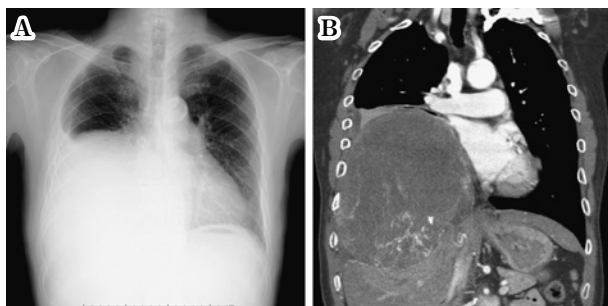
A. Chest X-ray showed the shadow of huge mass at the right lower lung field. B. CT showed a huge intra-thoracic tumor with focal calcification.
